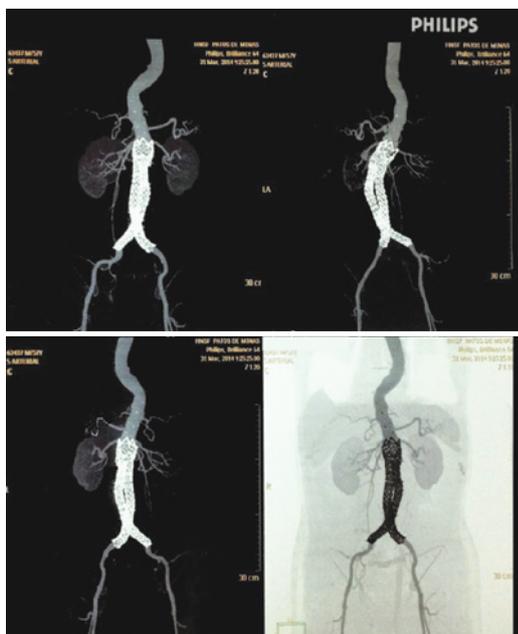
Angiotomografia da aorta abdominal e a imagem da endoprótese Enduran em "y" posicionada na aorta e ilíacas.
